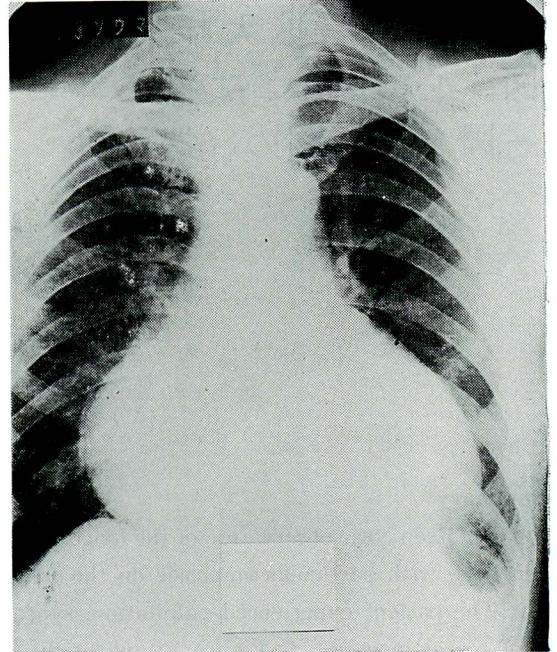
Chest roentgenogram
